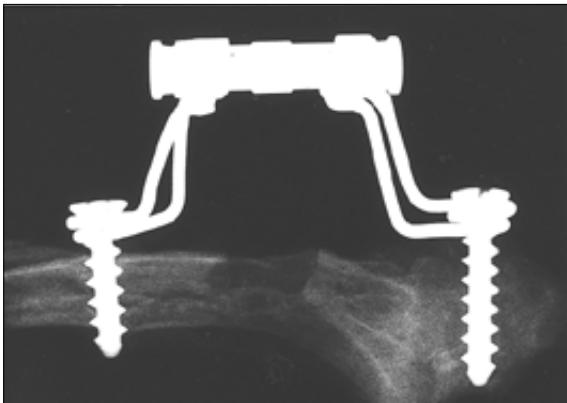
Radiographic findings at 4 weeks in 2mm group.
